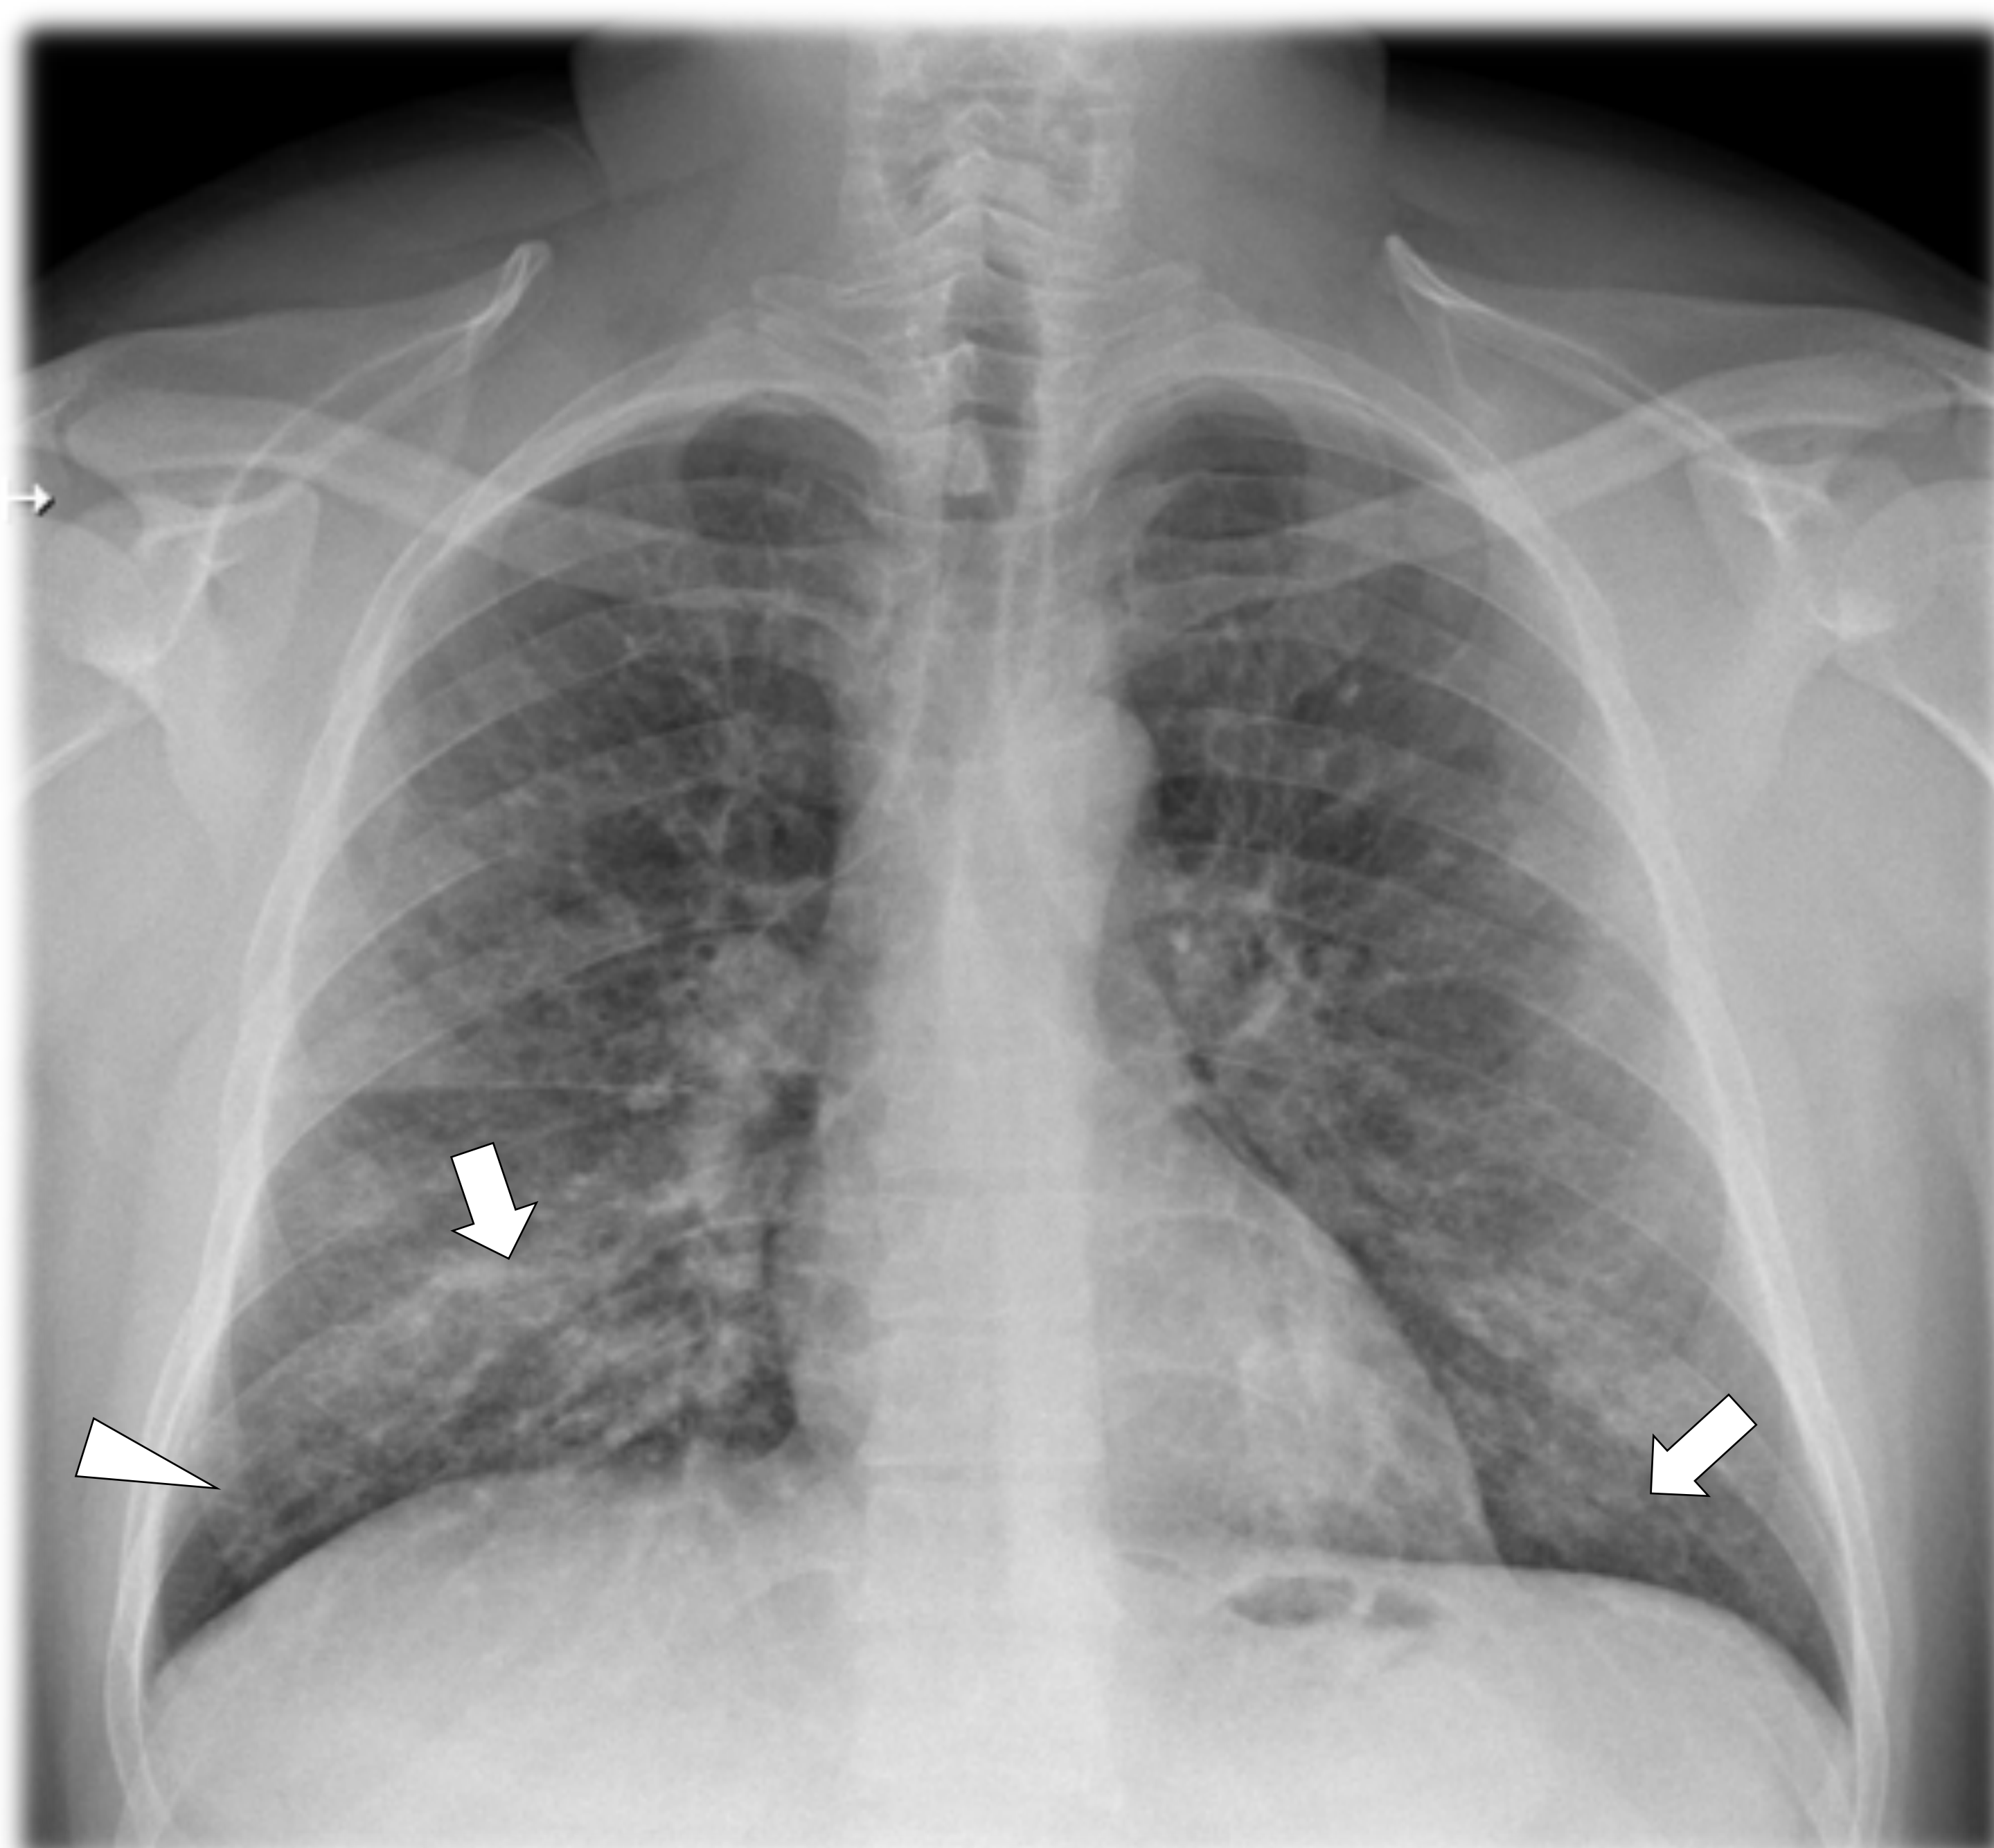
Radiografía de tórax (PA)
